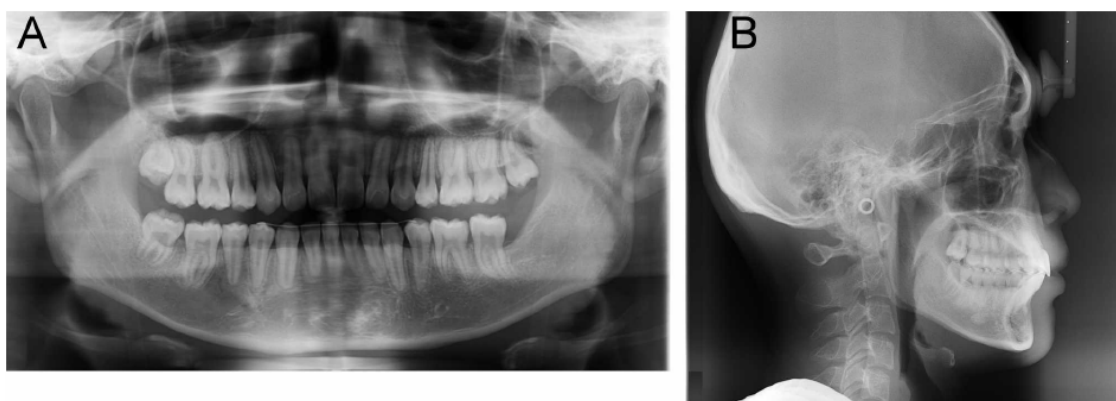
Pós-tratamento panorâmica (A) e cefalométrica (B) radiografias revelando corrigido inclinação dos segundos e terceiros molares mandibulares certas com paralelismo raiz apropriada. Fonte- Fu et al.²²
